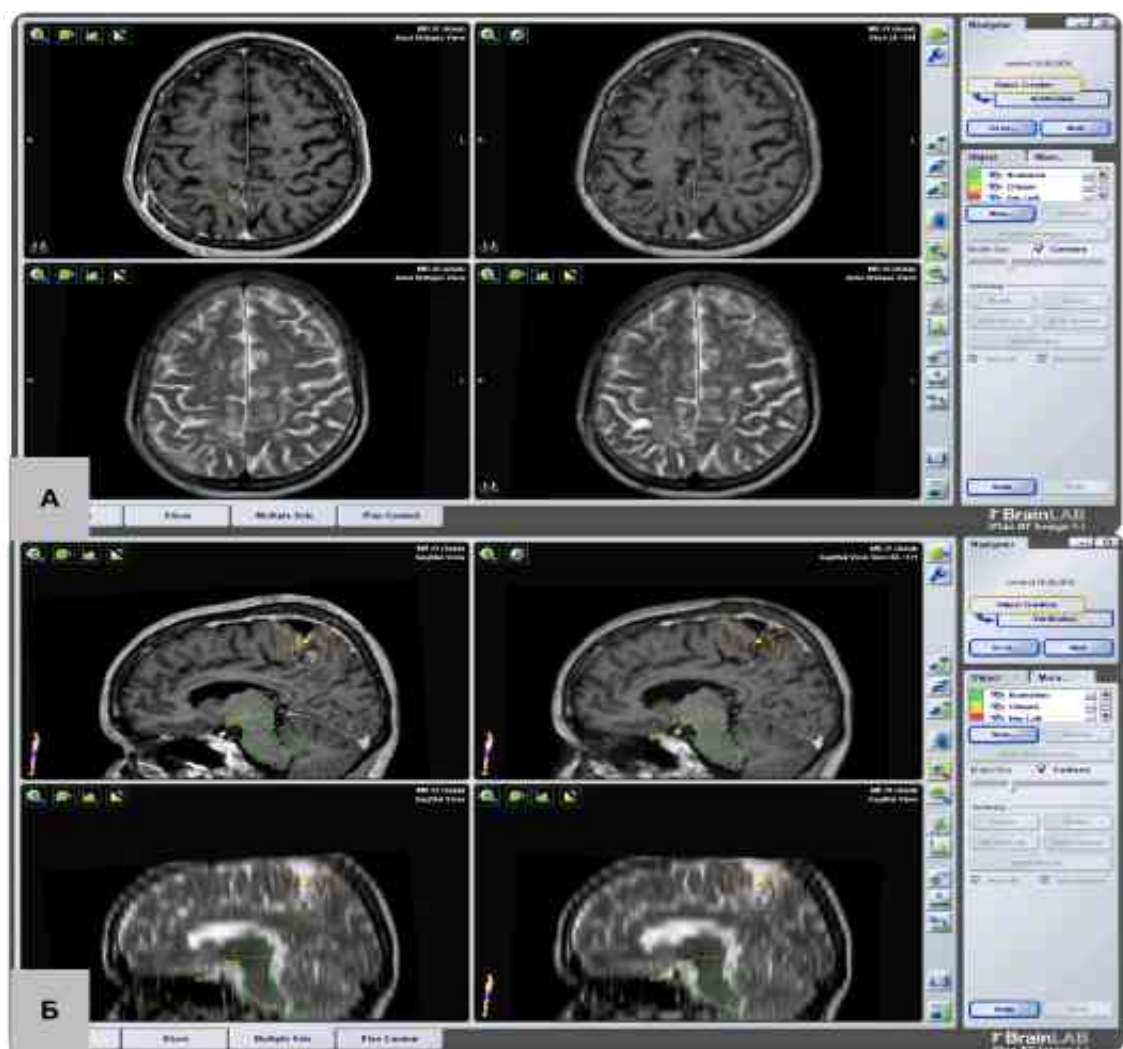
МРТ пацієнта після субтотального видалення менингіоми середньо - задньої третини верхньої стрілової пазухи (Sinus V) за 6 тижнів після мікрохірургічного втручання на етапі планування радіохірургічного лікування у програмі BrainLAB (помаранчевим кольором виділено ділянку інтересу для радіохірургічного лікування, зеленим - ділянку довгастого мозку, яка не має бути залучена у процес радіохірургічного лікування), (А - аксіальна проєкція, Б - сагітальна проєкція)
